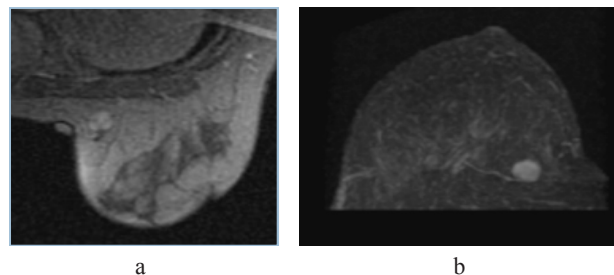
a, b. IRM mamară în secțiune axială, secvență dinamică T1 2D FSPGR la 2 minute postinjecție: priză de contrast tip masă, net delimitată, ovalară, cu septe hipointense, necaptante (a); reconstrucție MIP (b). Fibroadenom mamar.
